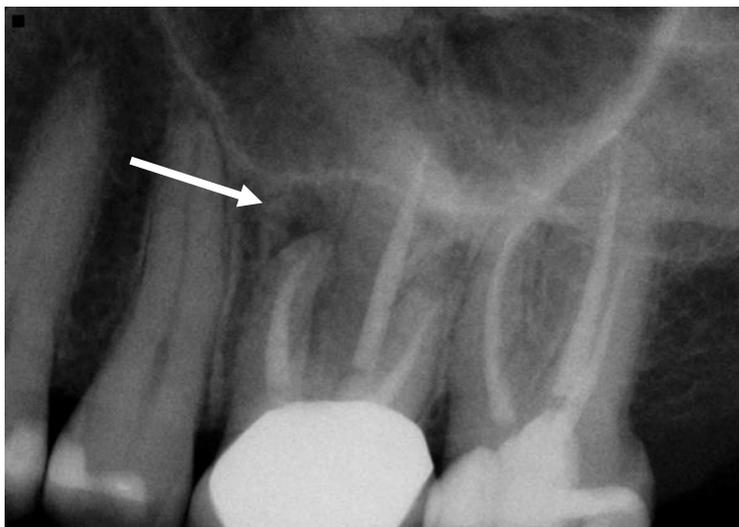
Caso 3: Radiografía dentoalveolar del primer molar superior izquierdo antes del retratamiento ²²
